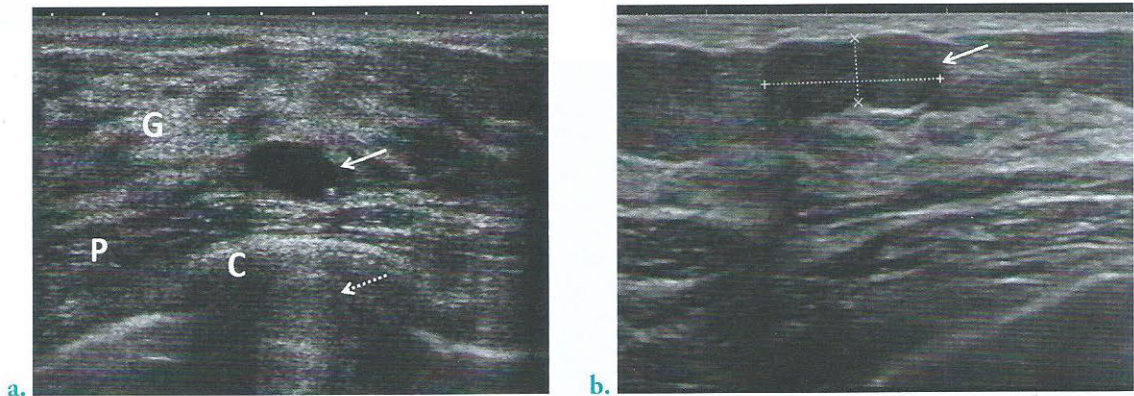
Lésions mammaires bénignes en échographie
